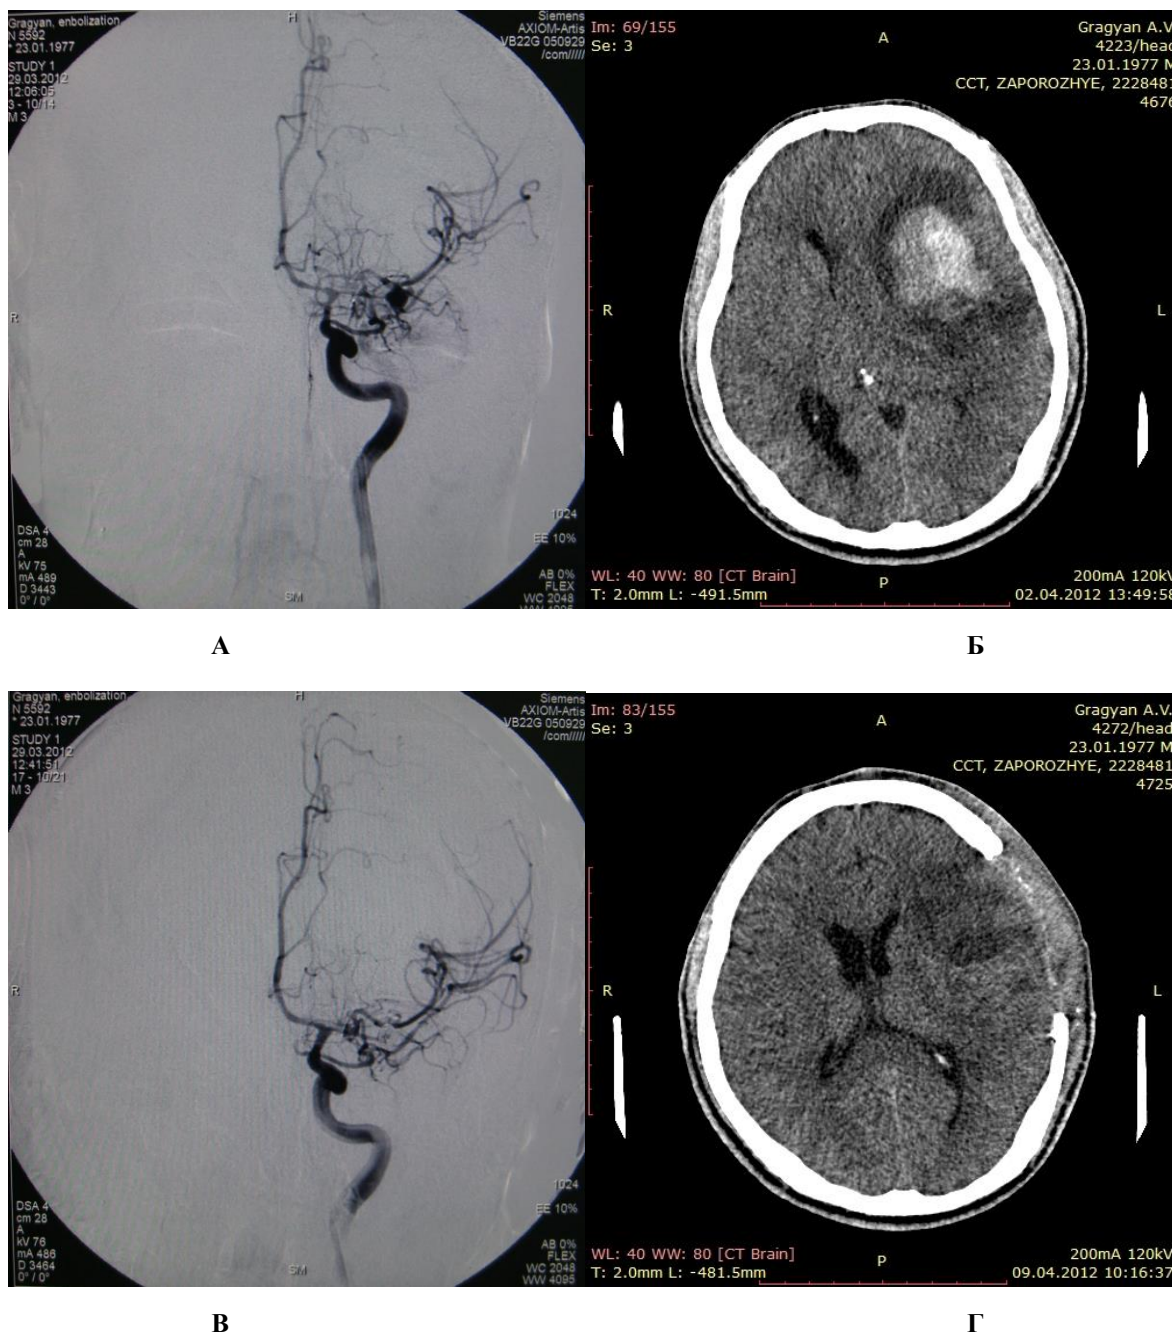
Випадок двоетапного хірургічного лікування субарахноїдально-паренхіматозного крововиливу із застосуванням ендovasкулярної емболізації аневризми що розірвалась. Передопераційна ангіографія (МА СМА та ознаки вираженого, поширеного вазоспазма в басейні ВСА зліва – а) та КТ (внутрішньомозкова гематома лобно-скроневої ділянки ліворуч – б) та післяопераційний контроль (в, г)
